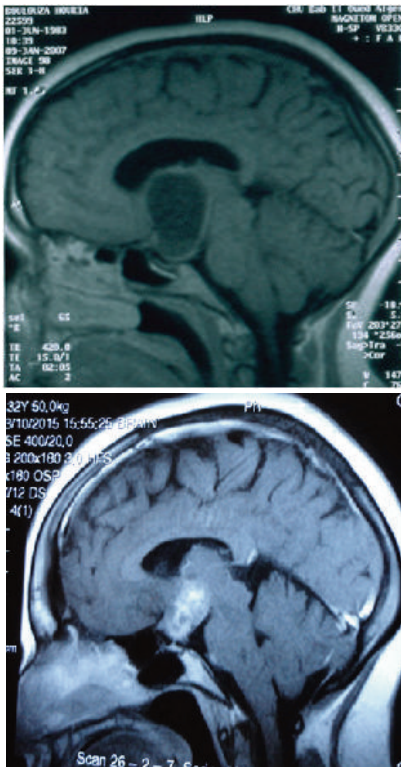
IRM en coupe sagittale T1 avant Yttrium (a). Calcification tumorale (b)
